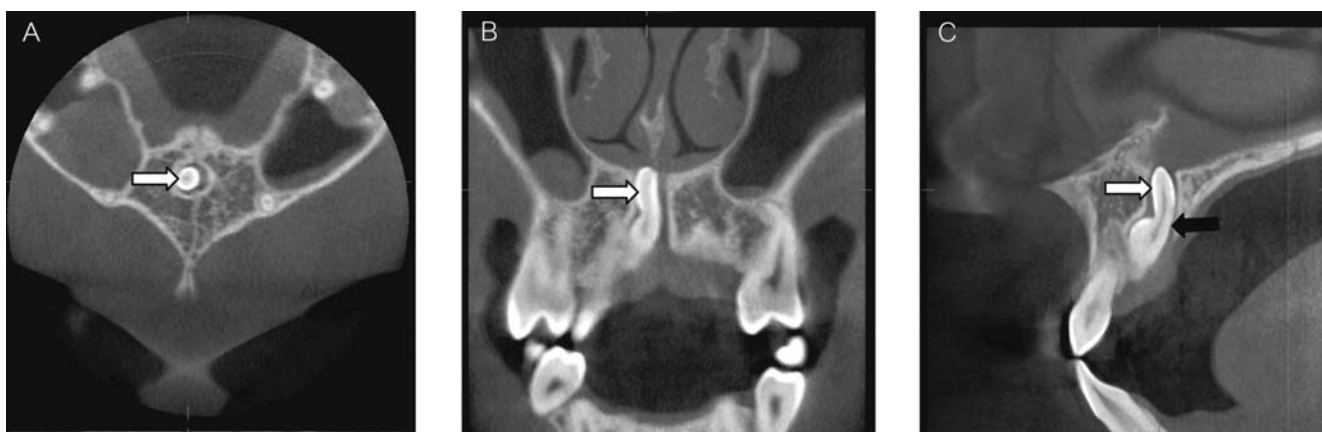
Cone beam computed tomographs showing location of superior unerupted supernumerary tooth (white arrows) in nasopalatine canal and fused to inferior unerupted supernumerary tooth (black arrow): A) axial image, B) coronal image, C) sagittal image
